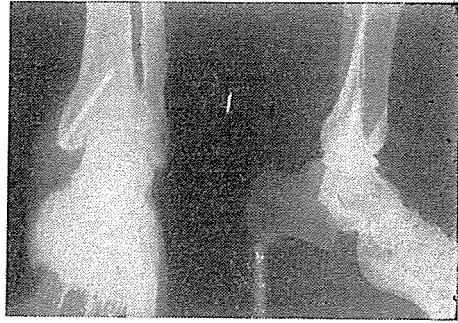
Aynı vak'anın 1 yıl sonraki kontrol grafisi
